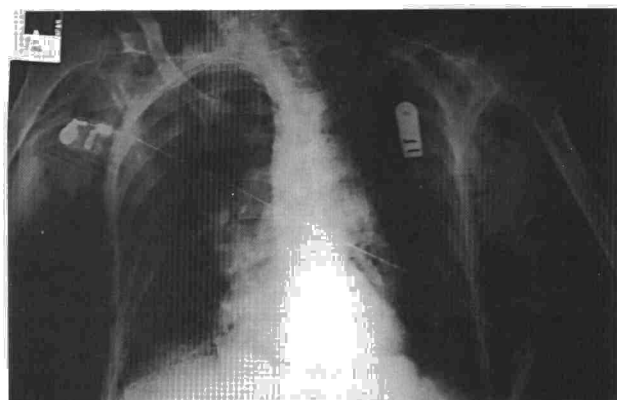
Radiografía A-P con enfisema subcutáneo y neumomediastino (caso 2). 2b. Control ambulatorio 15 días después del incidente.
